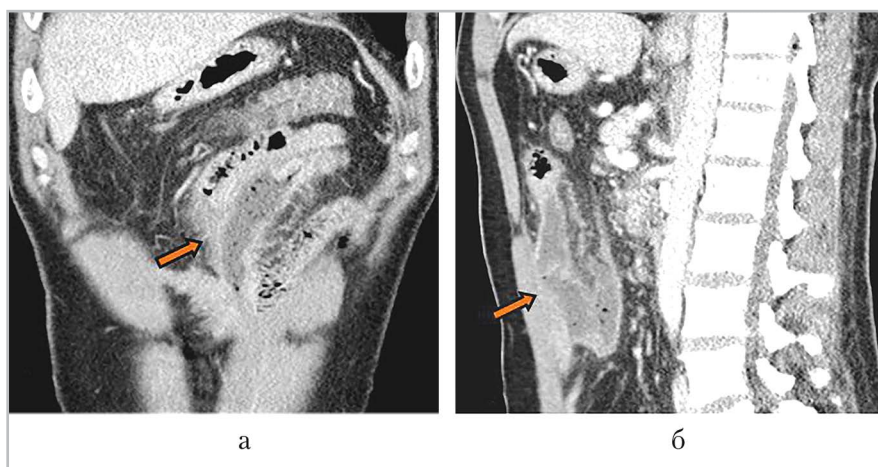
КТ-ангиография (венозная фаза). МПР в корональной (а) и сагиттальной (б) плоскостях: определяется фиксированная петля тощей кишки с отечными стенками и нечеткими наружными контурами, контрастирование стенок кишки неравномерно снижено (стрелка), брыжейка кишки уплотнена
